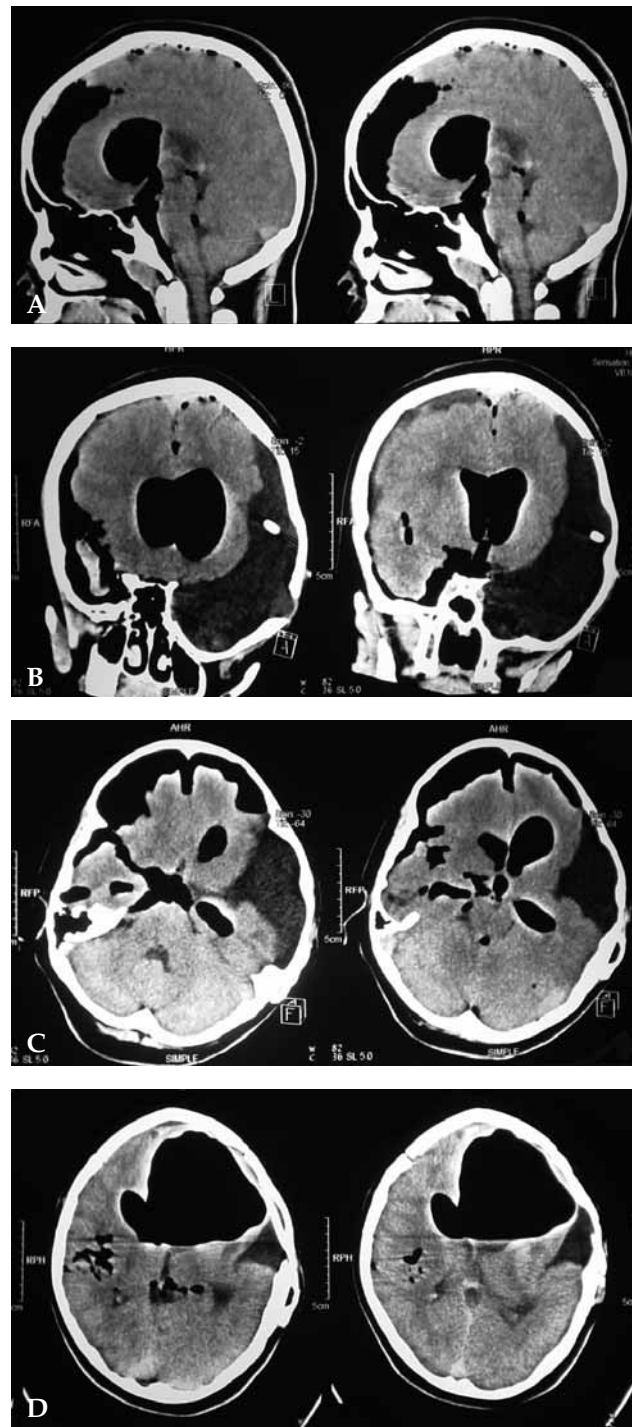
TAC craneal: A) Cortes sagitales con aire subaracnoideo en la convexidad, frontal e intraventricular. B) Cortes coronales con aire intraventricular, subaracnoideo temporal derecho y el quiste temporal izquierdo con válvula sin evidencia de aire intraquístico. C) Cortes axiales con aire en las cisternas de base de cráneo, subaracnoideo frontal e intraventricular. D) Cortes axiales con gran neumoencéfalo intraventricular que comprime el quiste temporal y desplaza la línea media.
